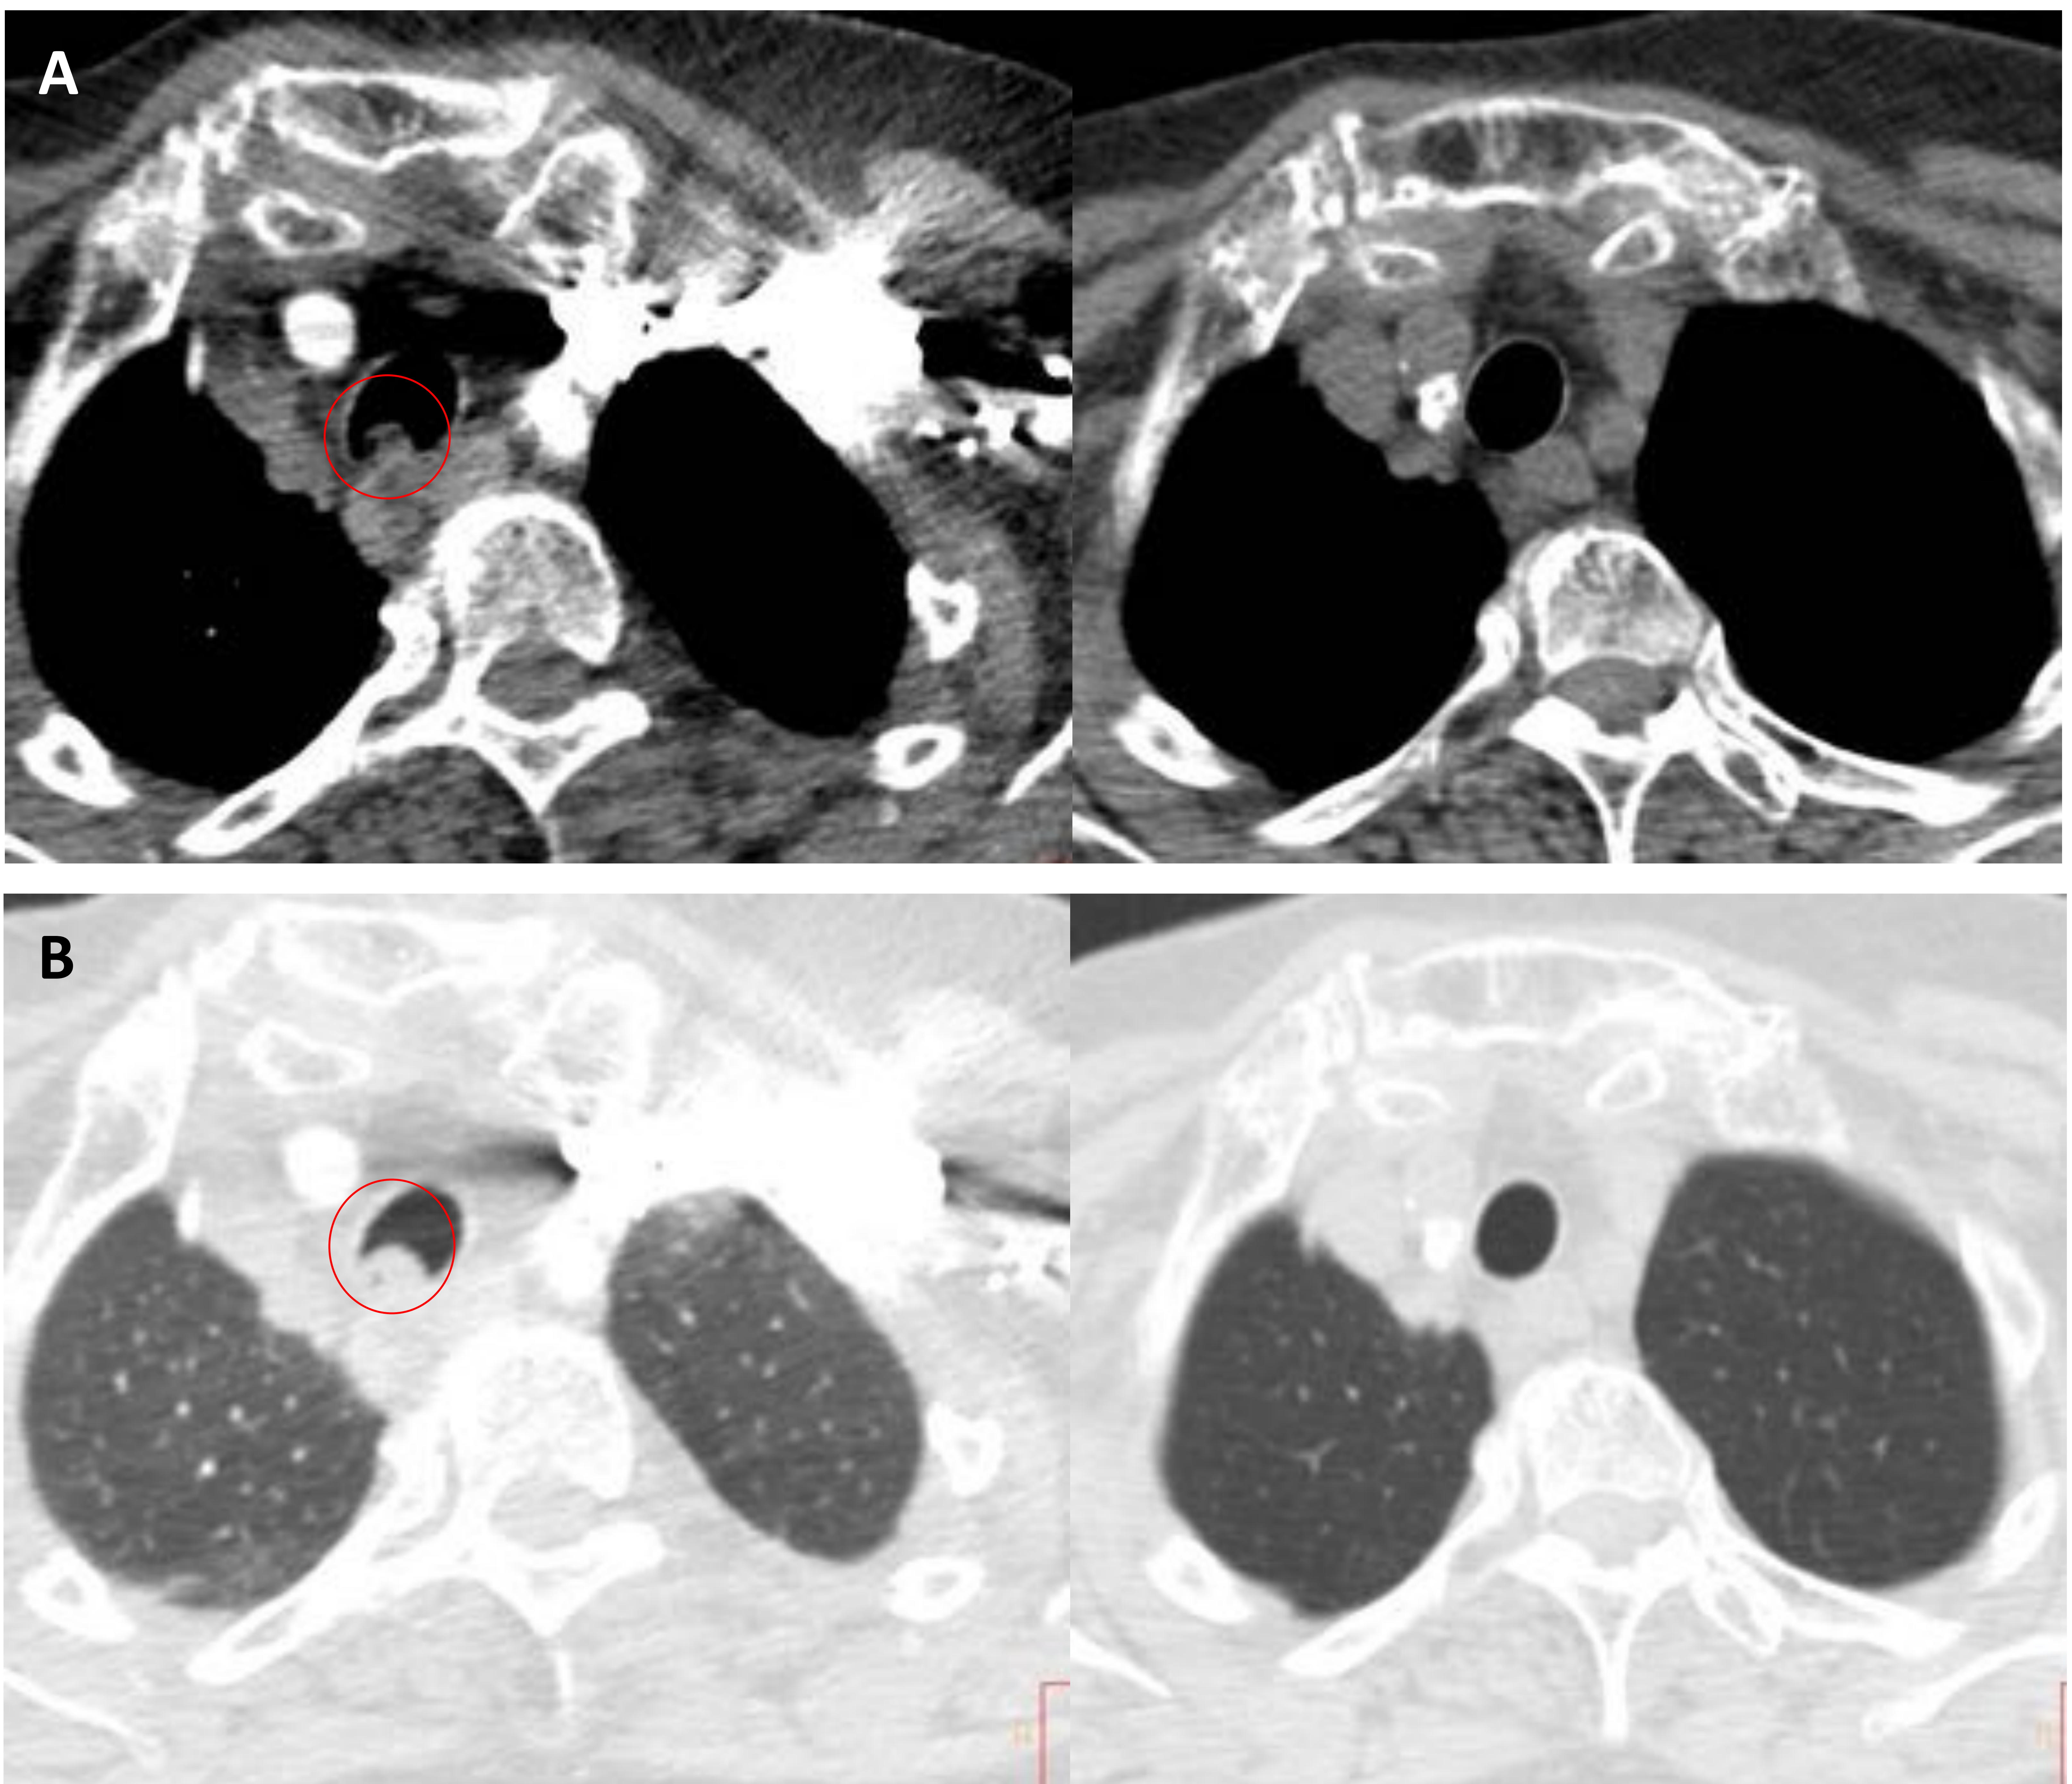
TC torácica axial con CIV comparativa del mismo paciente, a la izquierda imágenes con moco traqueal (círculos) y a la derecha sin él al cabo de 6 meses. A) Defecto endotraqueal que podría plantear la posibilidad de una lesión sólida a este nivel. B) Ventana de parénquima en la que se observa contenido aéreo en el defecto endotraqueal, sugestivo de impactación mucosa.
